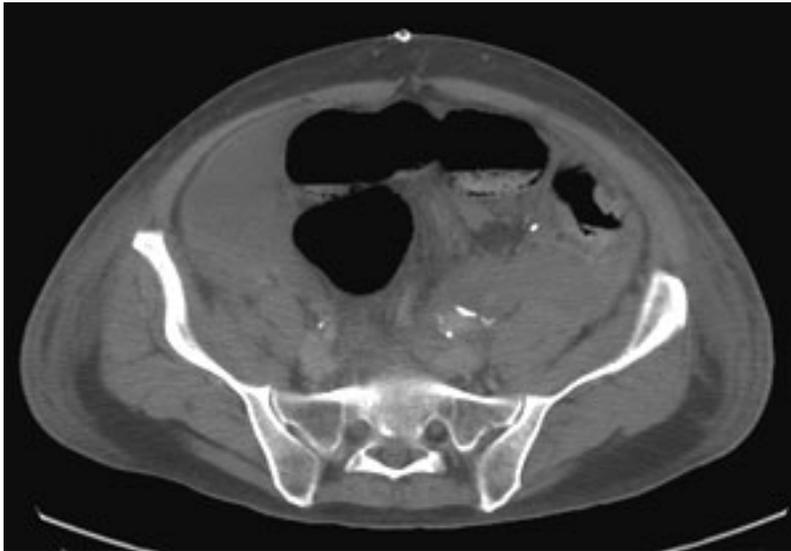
Corte axial de TC abdomino-pélvica con contraste en fase portovenosa, donde se observa distensión de asas de colon sigmoides y ausencia de impregnación de su pared por el contraste endovenoso, signos compatibles con isquemia severa.
